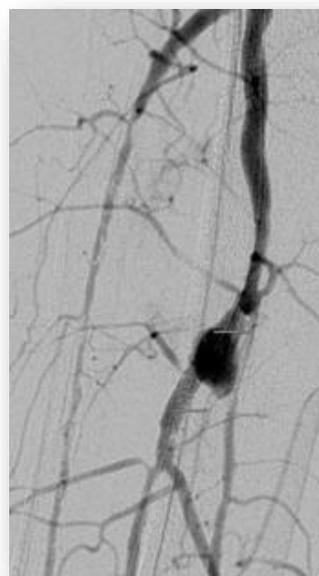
Pseudoaneurisma en imagen de angio-TAC. Fuente: (116)
